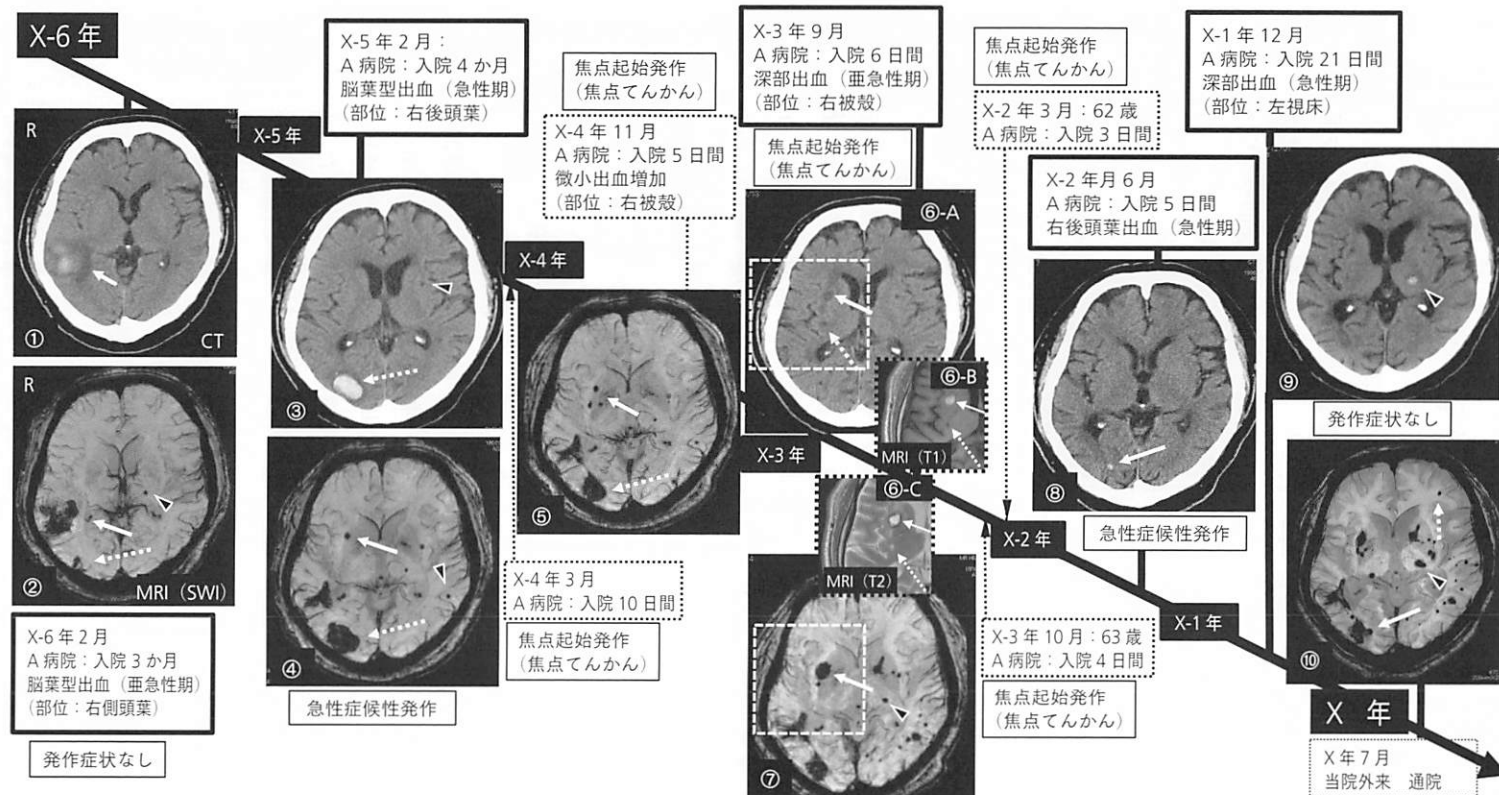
60 代前半 男性 経過図(1)―脳画像(頭部 CT・3T-MRI)所見と臨床症状(脳卒中・発作症状)―
